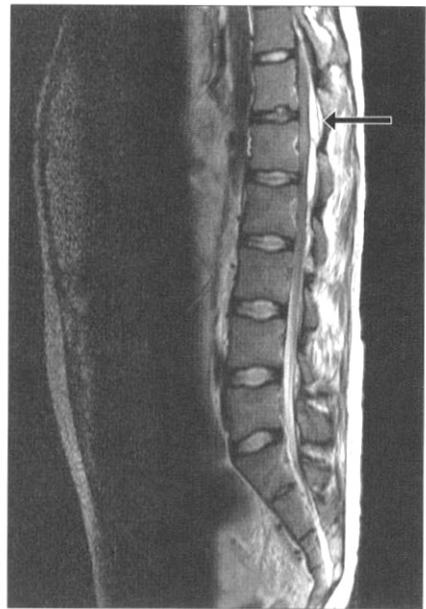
MRI-sagittal view, fifty three days after epidural port, showing T11-L2 epidural abscess.
